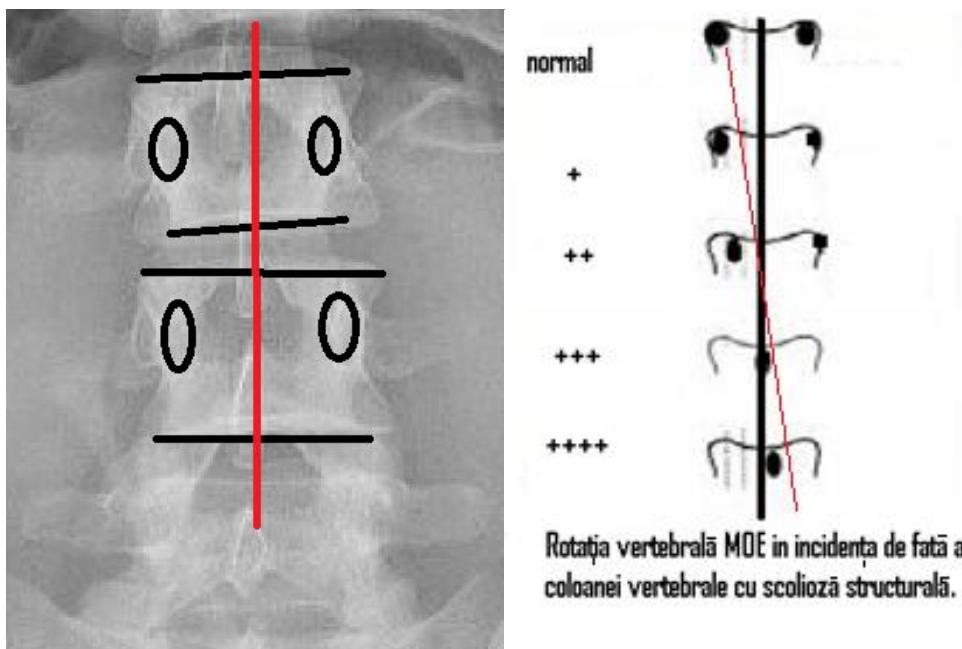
Incadrarea rotațiilor corpilor vertebrai – (detaliu radiografie lombara de față și schemă).
